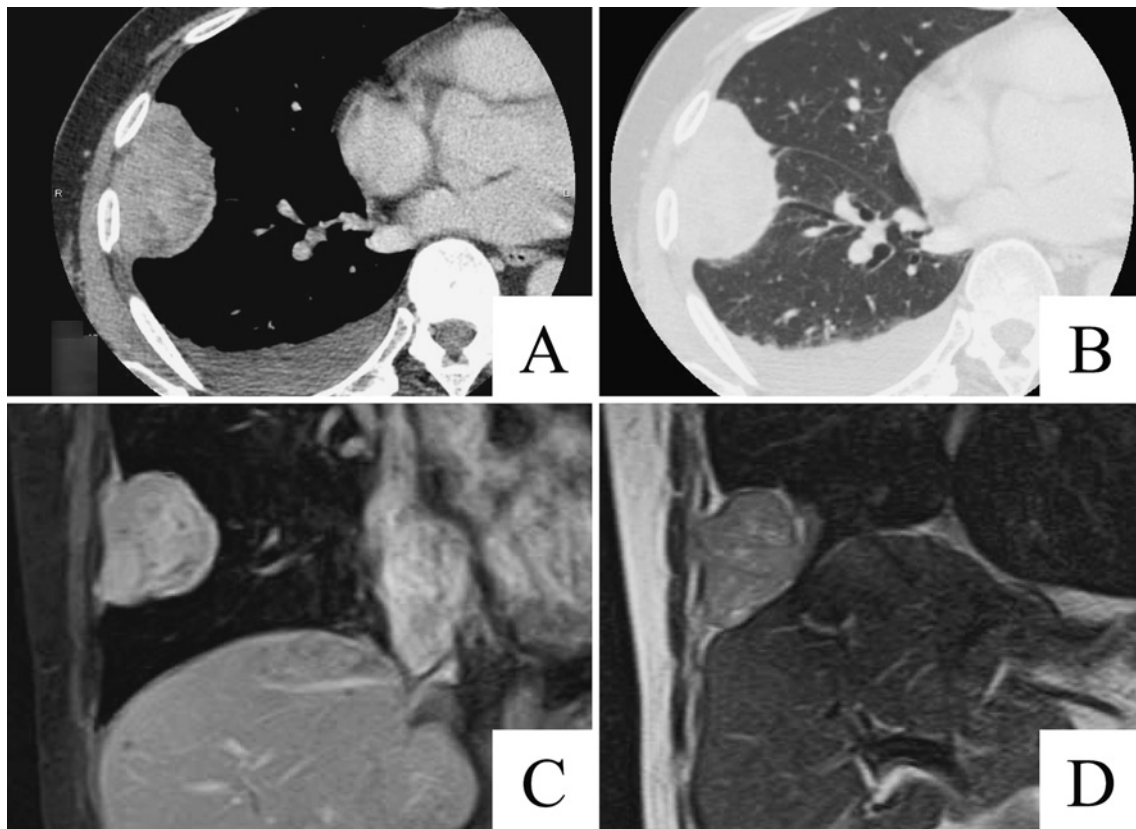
A chest CT scan demonstrates a heterogeneous mass on the right pleura (A, B). A magnetic resonance imaging shows a highly intense mass by the enhanced T1-weighted coronal image in the inspiratory phase (C), and an isointense tumor on the T2-weighted coronal image in the expiratory phase (D).
